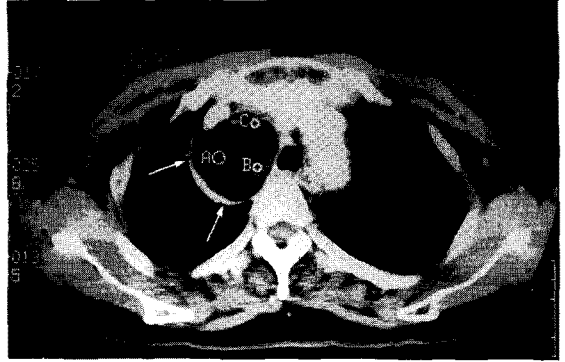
Enhanced chest CT finding: A cystic mass (indicated by arrow) is composed of variable internal architecture with HU from -35.2 (A) to +25.5 (C).
